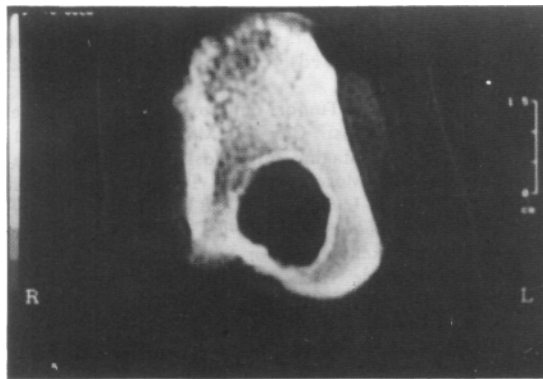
(caso N° 11). Fibroma condromixóide de calcáneo. La tomografía axial computarizada muestra sin embargo la indemnidad de dicha cortical interior.
